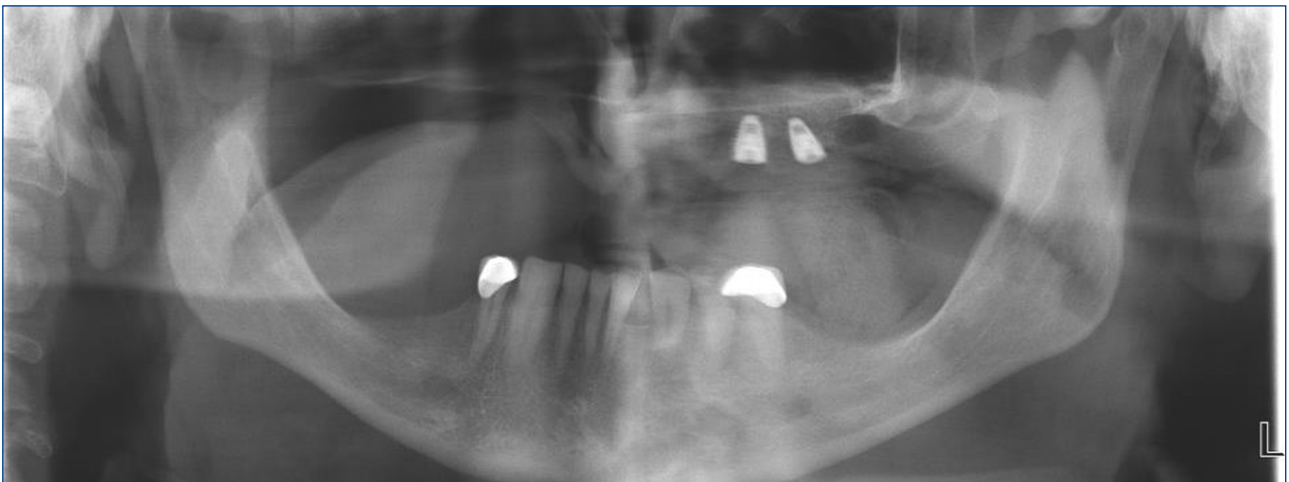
Postoperative 1-month panoramic radiograph of the patient
